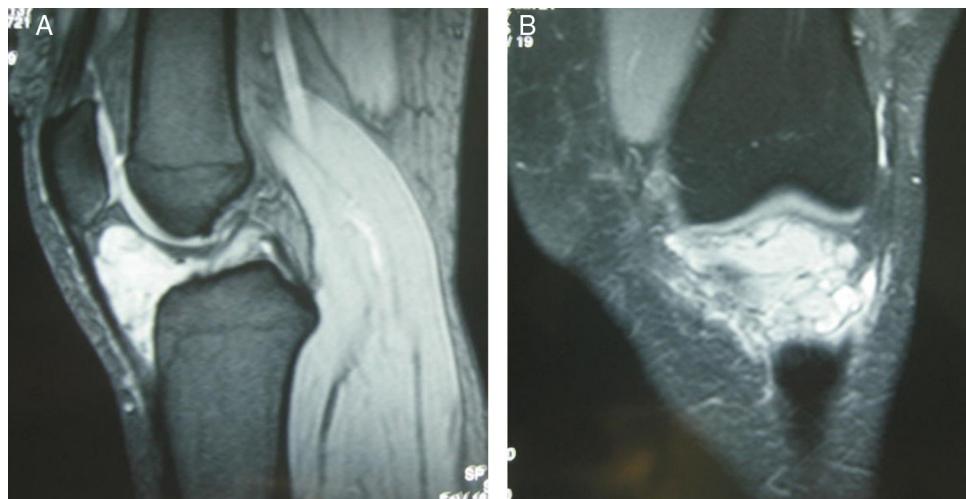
A y B) RM del segundo paciente que muestra la tumoración infrapatelar.
